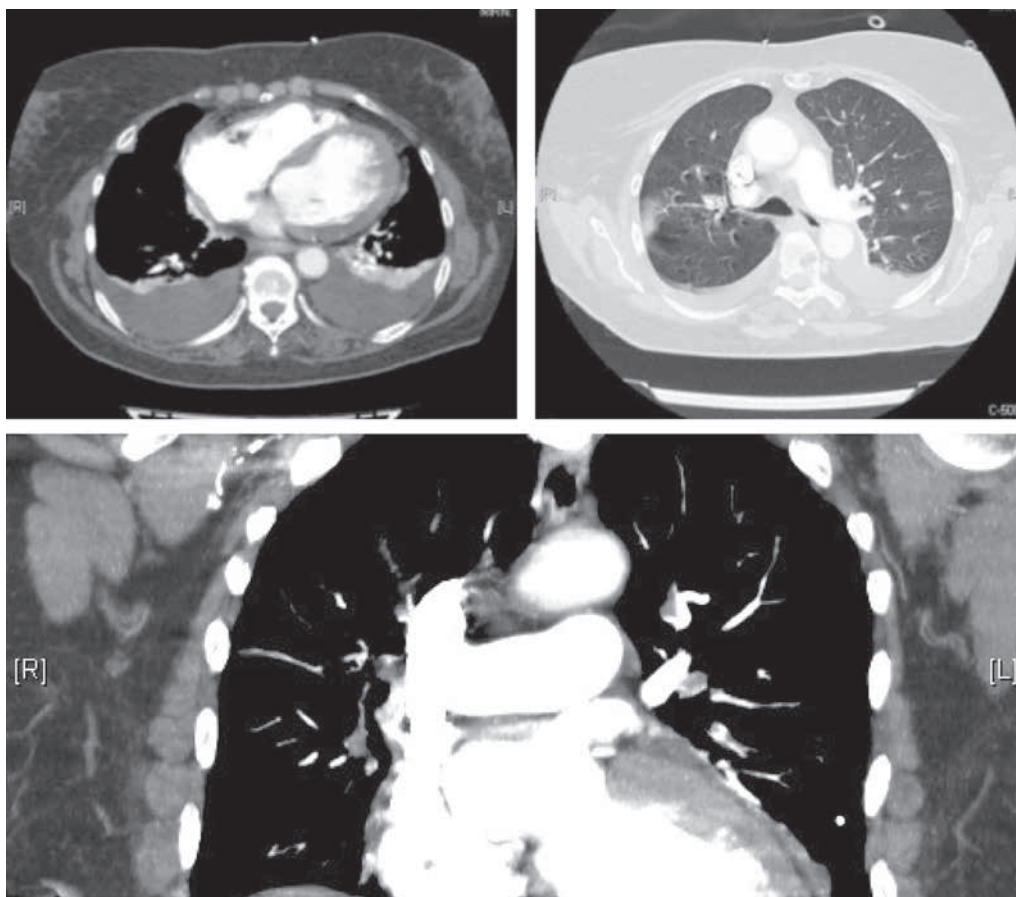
TAC torácica: múltiples defectos de repleción en las arterias pulmonares lobular y segmentaria en ambos lados relacionados con la TEPM; derrame pleural bilateral; cardiomegalia global.
